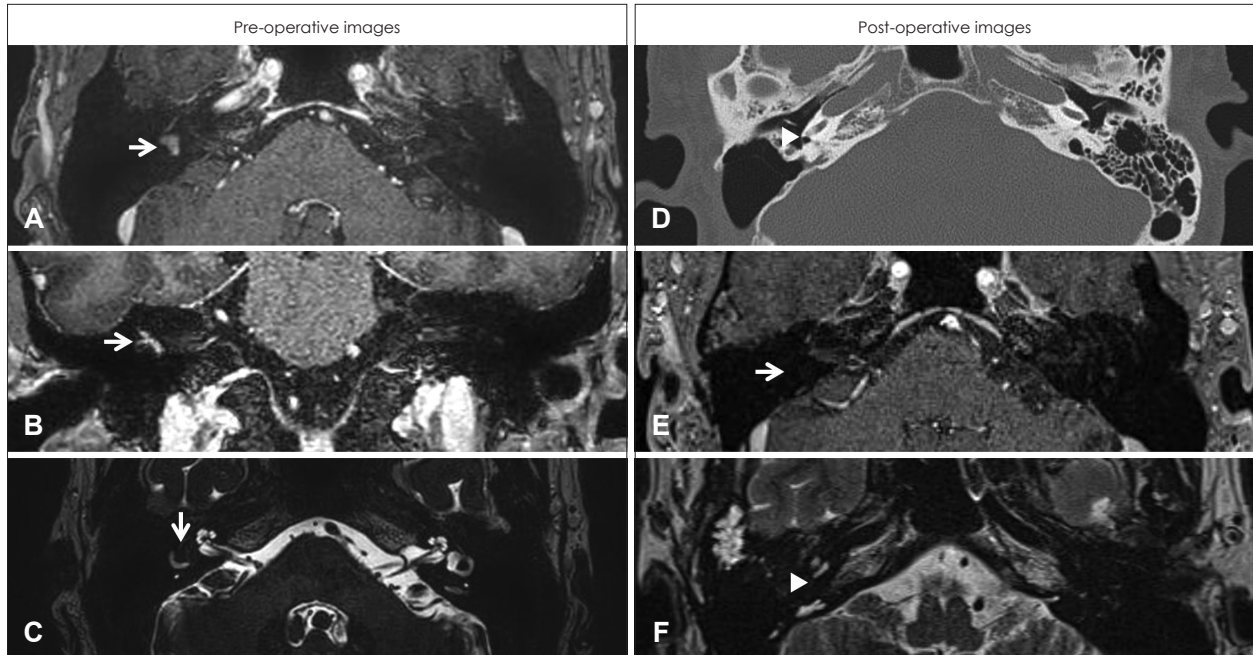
Preoperative (A-C) and postoperative (D-F) images. A and B: T1-weighted axial image (A) and coronal image (B) with gadolinium enhancement of preoperative temporal MRI show high signal intensity lesion (arrows) involving semicircular canals and vestibule on the right. C: T2-weighted axial image show a signal filling defect area (arrow) on the right vestibule. D: Postoperative Temporal bone CT scan shows complete removal of vestibular organs, and partial ossification of cochlear basal turn (arrowhead). E and F: Postoperative T1-weighted image with gadolinium enhancement of temporal bone MRI shows no recurrence of tumor (arrow) (E), and T2-weighted image shows a narrowing of the signal intensity of cochlear basal turn (arrowhead) (F).
